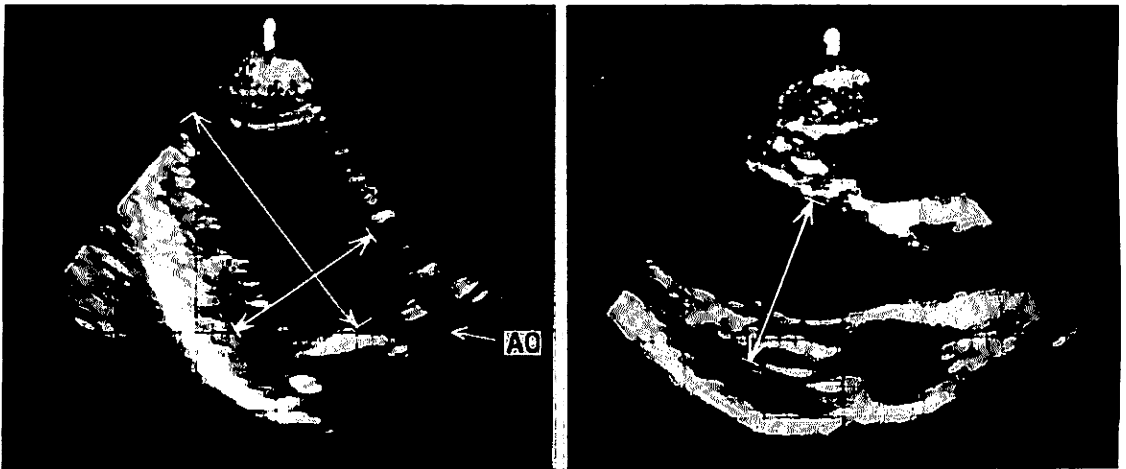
Long-axis two-dimensional echocardiograms obtained from either apex (left) or left parasternal area (right) in the same patient demonstrating a great variation of the two-dimensional view (Tanaka M).
